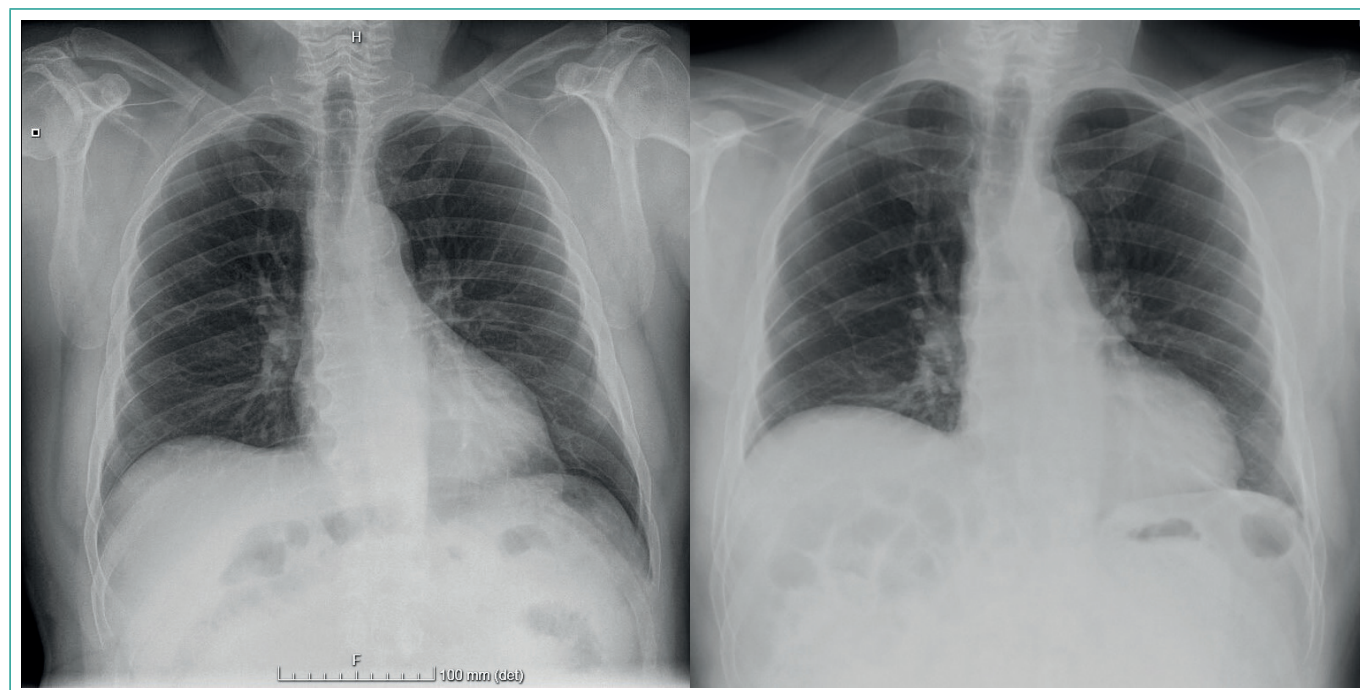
Radiografías de tórax en proyección PA: a la izquierda estudio de junio de 2018, a la derecha el actual.
